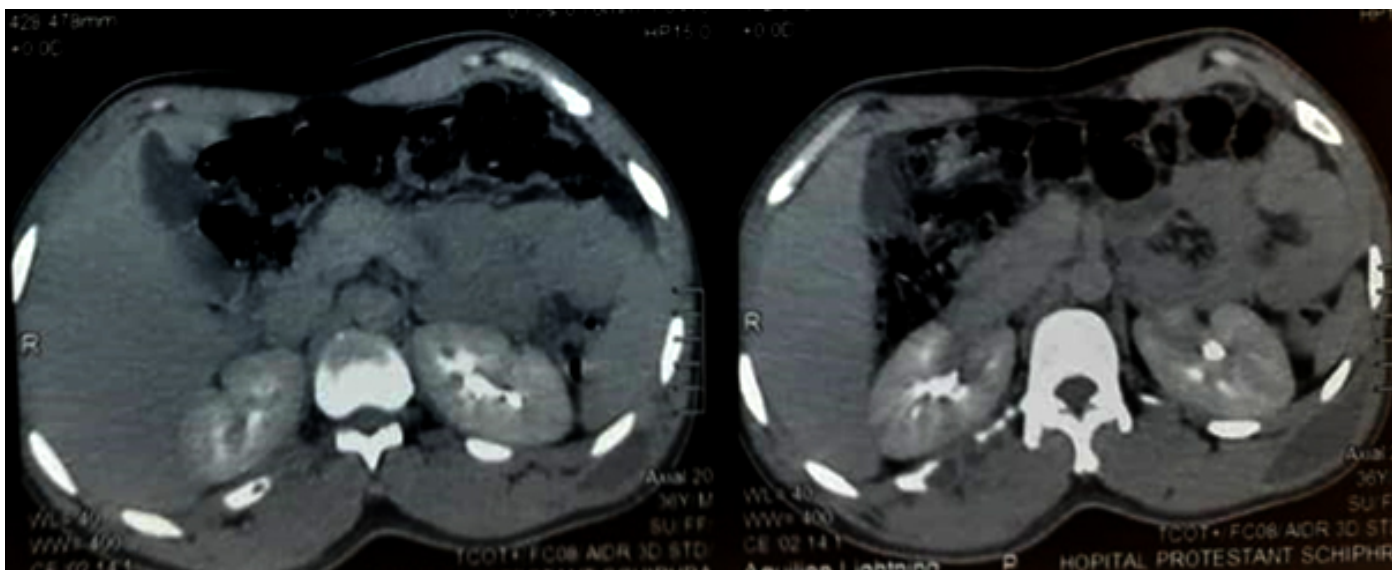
TDM thoraco-abdominale (coupe axiale) mettant en évidence deux collections thoraciques postéro inférieures bilatérales spontanément hypodenses et se rehaussant modérément après injection de produit de contraste
